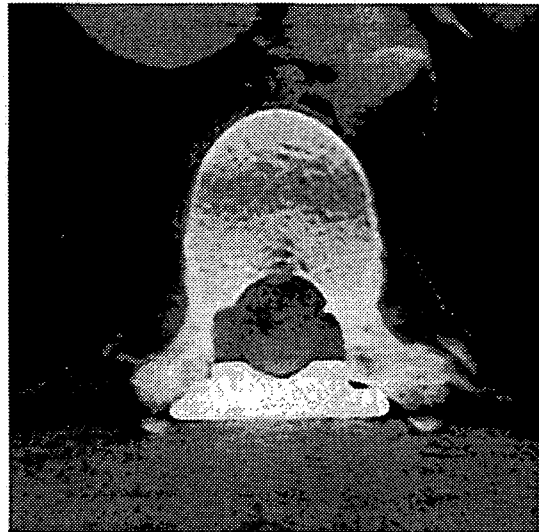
症例 1 の術後単純 CT 像 (Th10)。ハイドロキシアパタイト製人工椎弓にて椎弓形成を行った。
